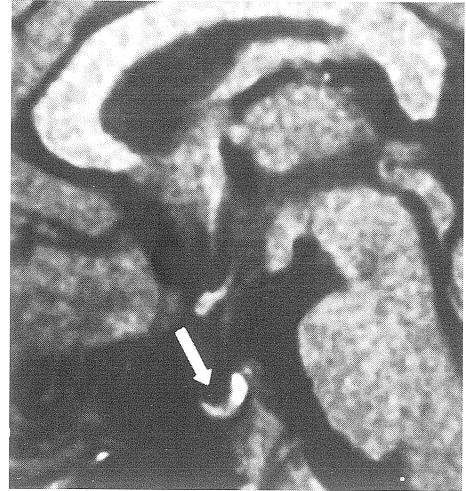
RM sagittale mediana T1-pesata, in paziente affetto da nanismo ipofisario idiopatico di grado elevato; l'adenoiipofisi ha diametro cranio caudale ridotto (freccia).
